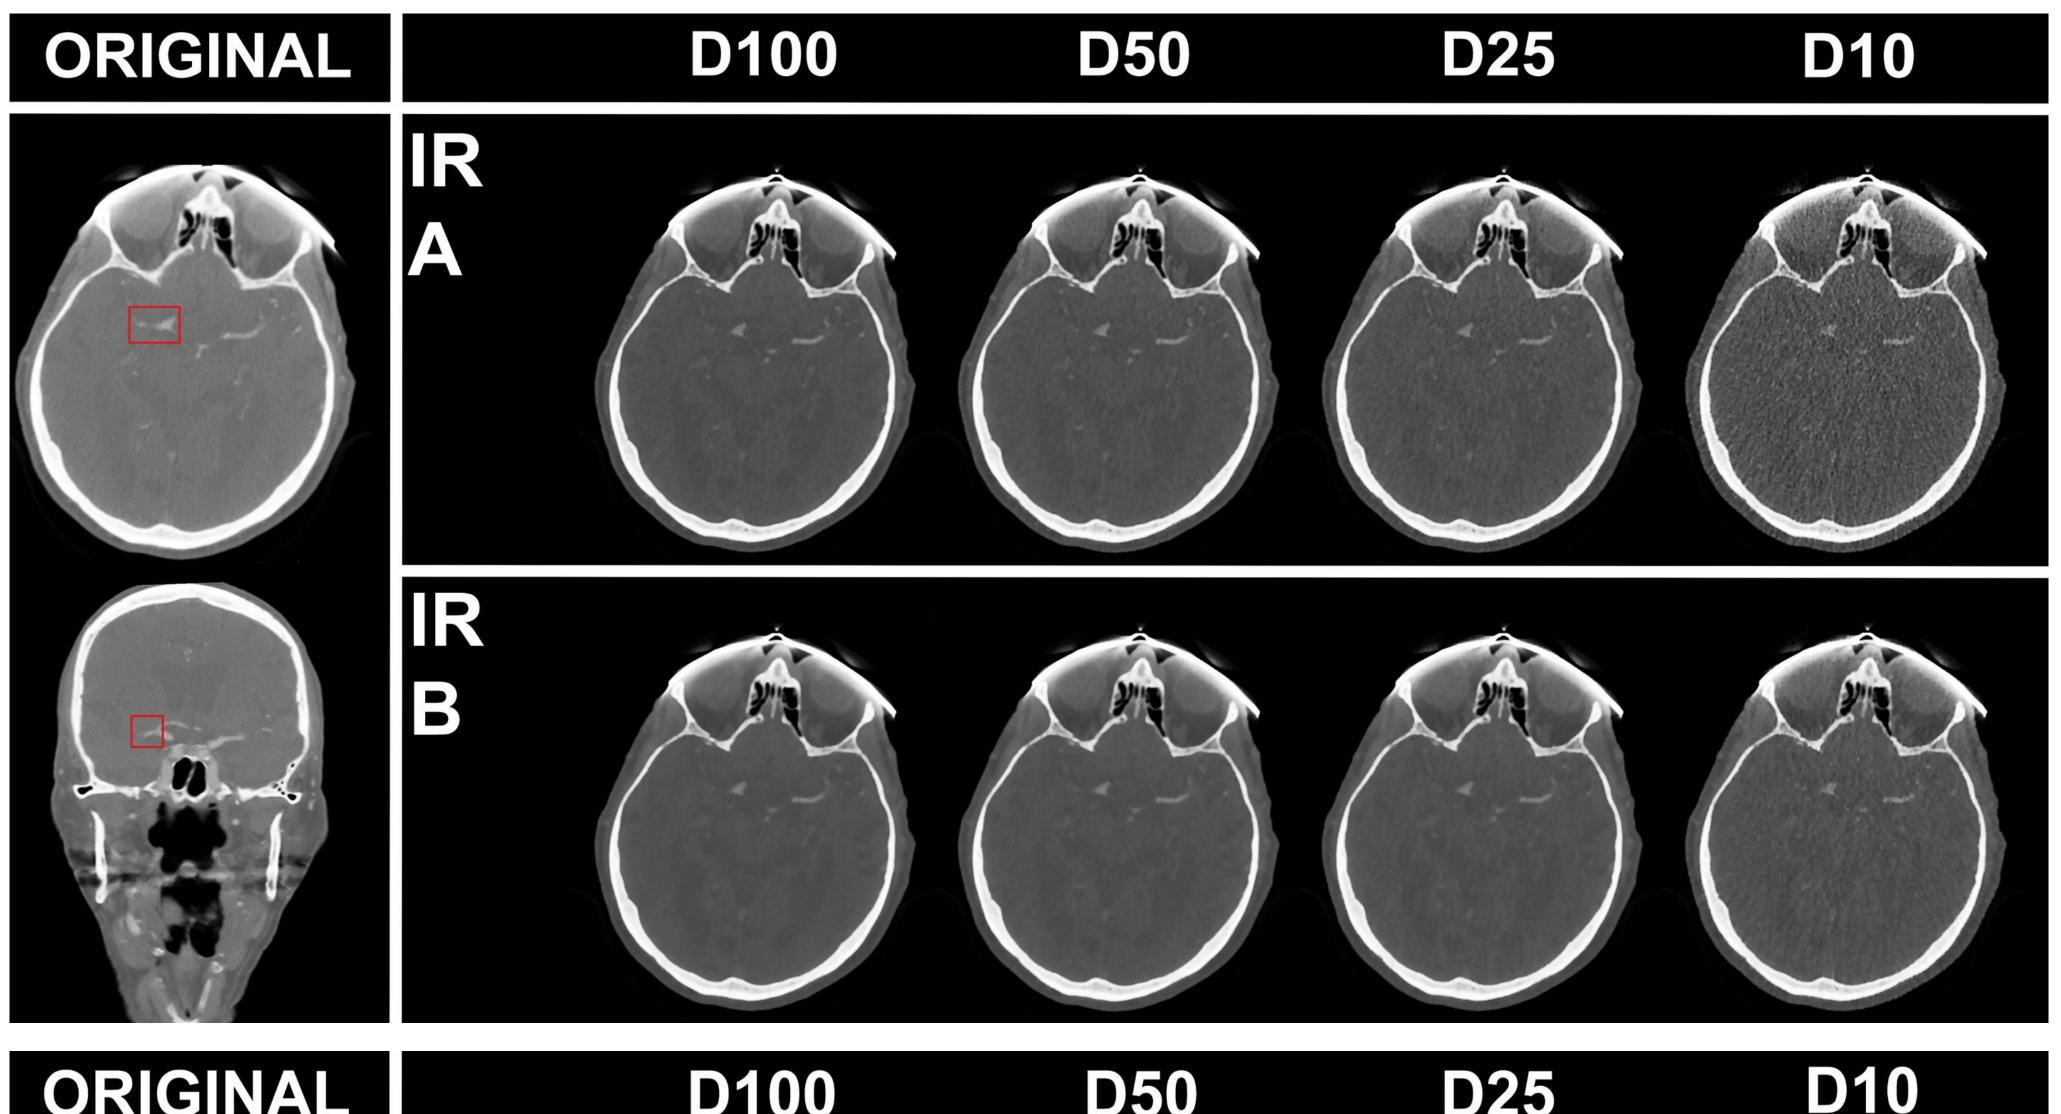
Verringerung des Röhrenstroms (D50 – D10) für die CTA-Bildgebung bei einem Patienten mit M1-Verschluss (ursprünglicher Scan: D100; Regularisierungsstufen A und B eines iterativen Rekonstruktionsalgorithmus [IR]).
